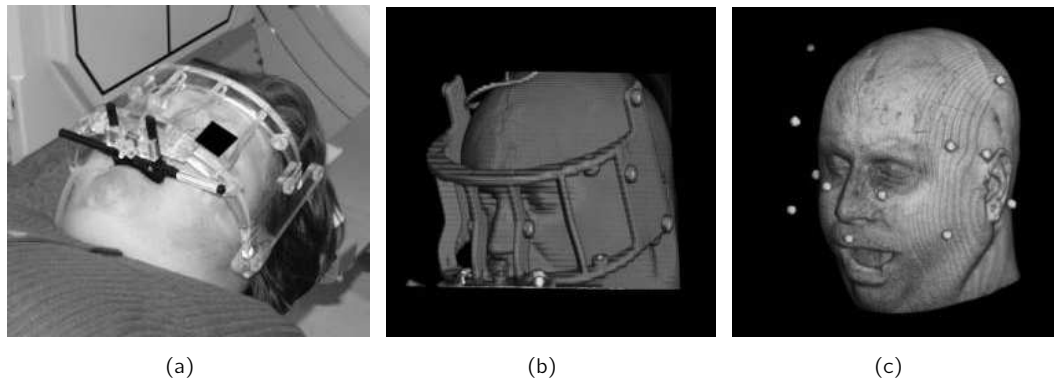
Das „SIP Lab Innsbruck frame“ (a) fixiert am Kopf des Patienten, (b) gerendertes CT Volumen mit Rahmen, (c) gerendertes MRT Volumen mit Rahmen. Quelle: [CWK⁺01]
